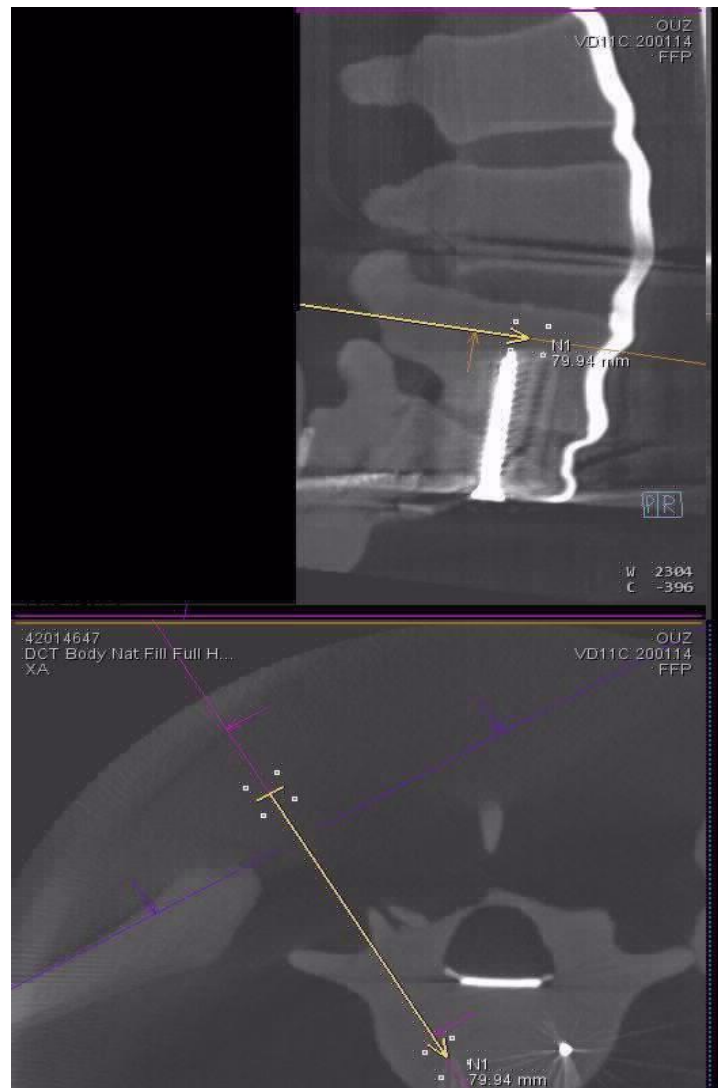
Intraoperative CT-Planung am Wirbelsäulenmodell. Planung des Nadel-Pfades N1 transpedikulär in LWK 5 (Eigenes, unveröffentlichtes Bildmaterial).
